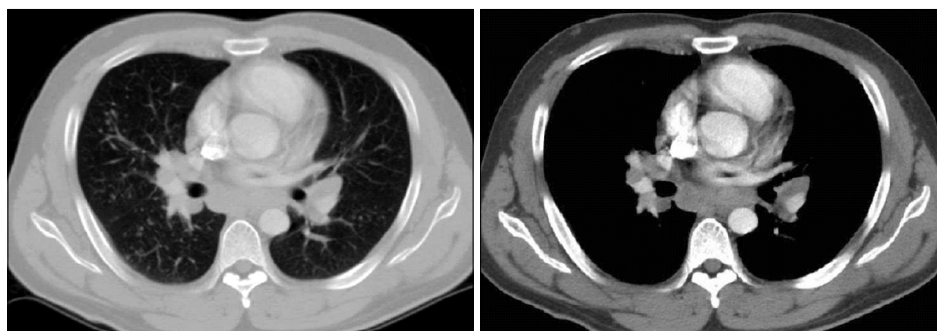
Chest CT shows bilateral hilar and mediastinal lymphadenopathy and wide spread small nodules with a bronchovascular distribution in both lungs.
